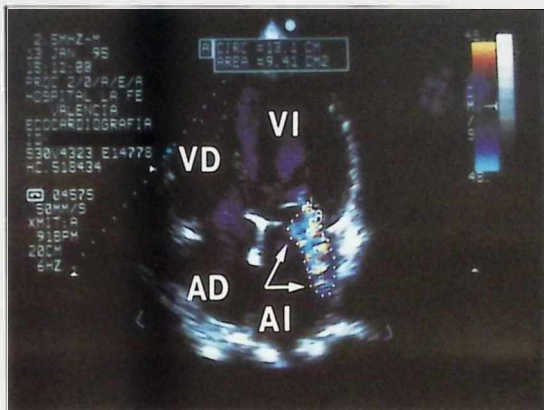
Ecocardiografía 2D. Plano apical de 4 cavidades. Se aprecia un chorro excéntrico de regurgitación mitral dirigido hacia la pared lateral de la aurícula izquierda (flechas). ABREVIATURAS: AD: Aurícula derecha. AI: Aurícula izquierda. VD: Ventrículo derecho. VI: Ventrículo izquierdo.
